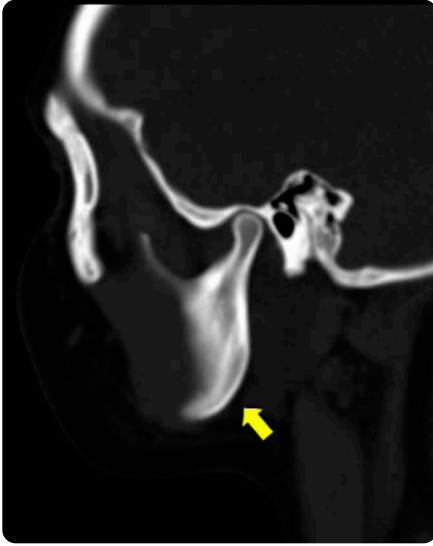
TC facial. Reconstrucción sagital que muestra el ángulo mandibular.
